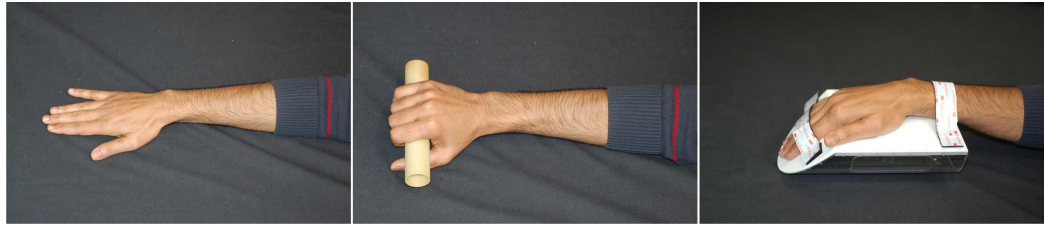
Vergleich von Positionen der Hand, die bei einer MRT-Messung eines Subjekts in Bauchlage in Frage kommen. Im einfachsten Fall liegt die Hand flach ausgestreckt (links). Um die dadurch entstehenden Beschwerden zu mildern werden Positionen in denen die Hand ein Objekt greift (mittig) oder auf eine Schiene fixiert wird (rechts) analysiert.
